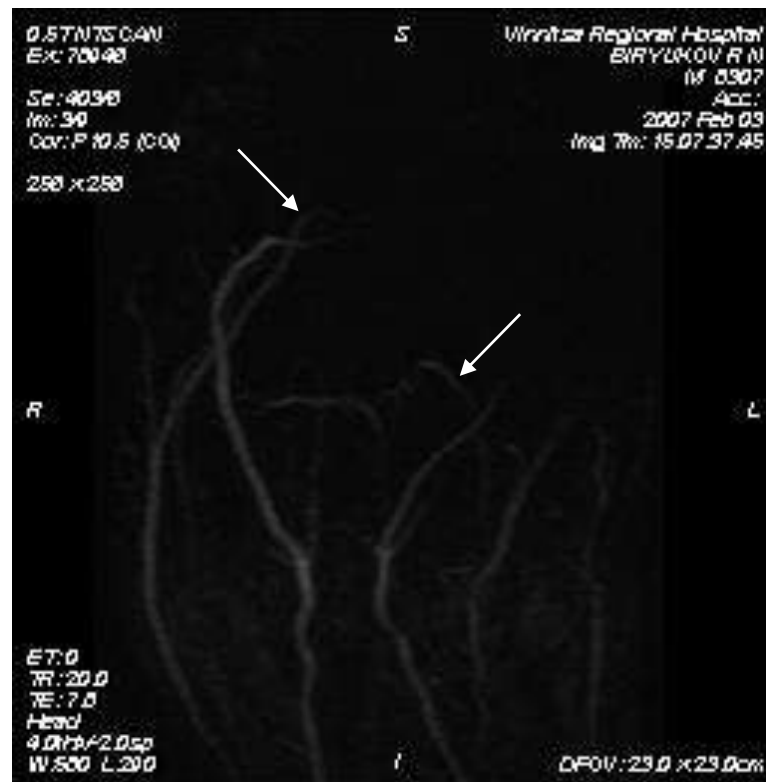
Хворий С., 52 р., № медичної карти 2682, МРТ артерій гомілок на 3 добу лікування.
